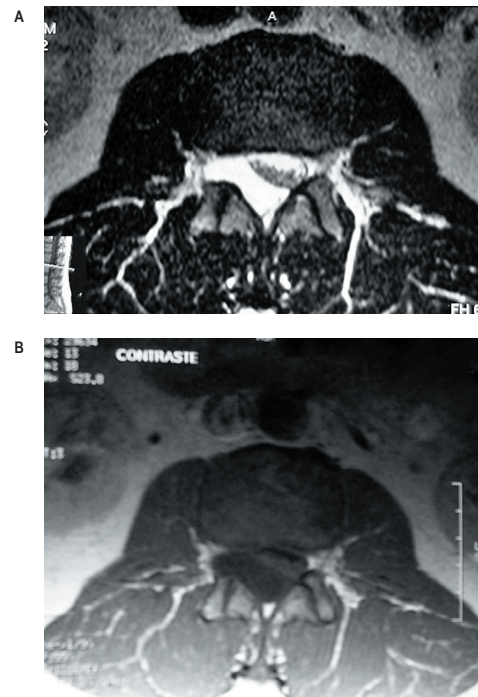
A) RM corte axial T2, mostrando imagem hiperintensa de localização latero-posterior; B) Imagem ponderada em T1 com administração de material paramagnético não observando realce.
